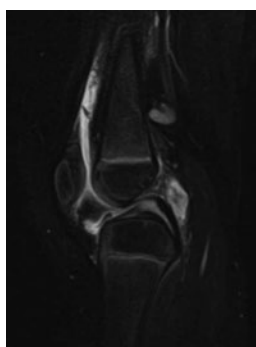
MRI 選択的脂肪抑制 T2 強調画像(症例4)
